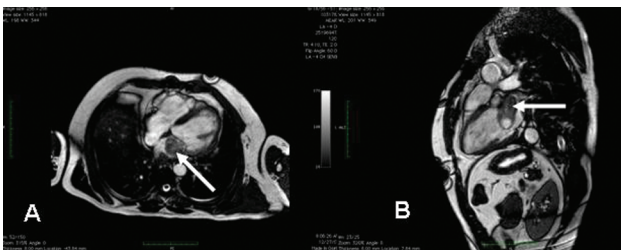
Imagem de ressonância magnética em corte axial de quatro câmaras (A) e eixo longo de duas câmaras (B), mostrando uma massa no interior do átrio esquerdo (seta) justavalvar mitral, referente a leiomiossarcoma.
